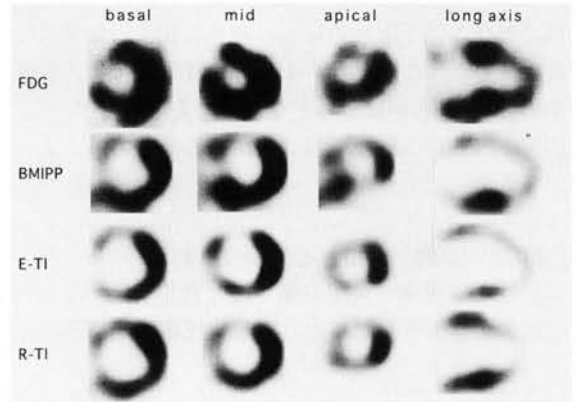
陳旧性心筋梗塞例(前壁中隔梗塞)。<sup>201</sup>Tl安静時像では、前壁中隔の大部分は欠損像を示した。<sup>123</sup>I-BMIPP像でも集積低下を認める。一方、<sup>18</sup>F-FDG-SPECT像では、前壁中隔の一部で集積の低下を認めるものの、広範囲に集積は保たれており、viableであることを示している。
